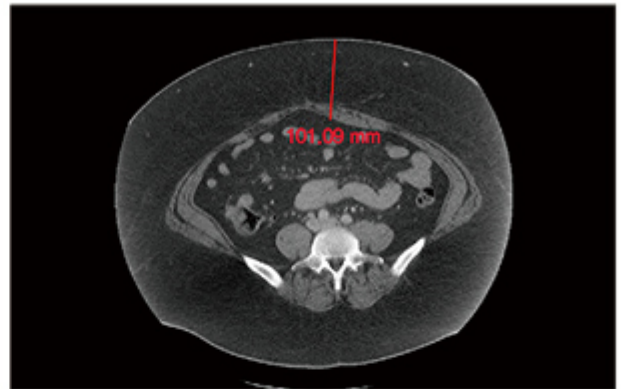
수술 전 복부 단층 촬영 시 복벽 두께가 10cm 이상 측정됨
